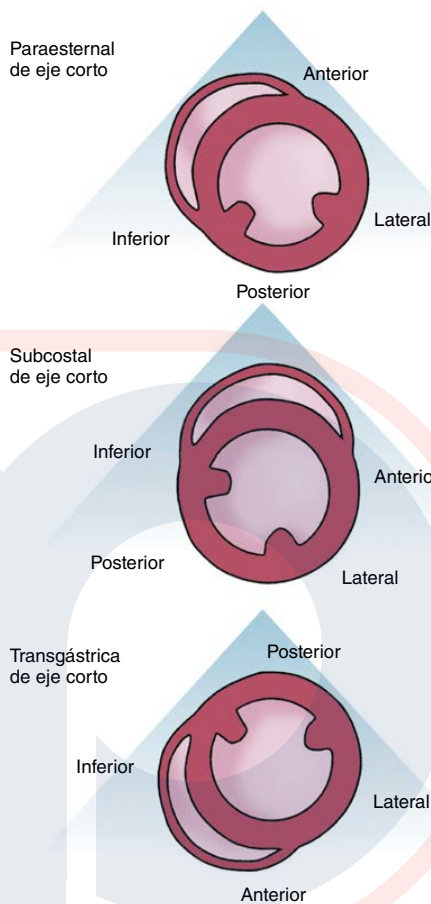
Comparación de la ecocardiografía en las vistas transgástricas paraesternal, subcostal y transesofágica del eje corto del ventrículo izquierdo. La identificación correcta de los segmentos de la pared se facilita al observar la posición del tabique y los músculos papilares.
